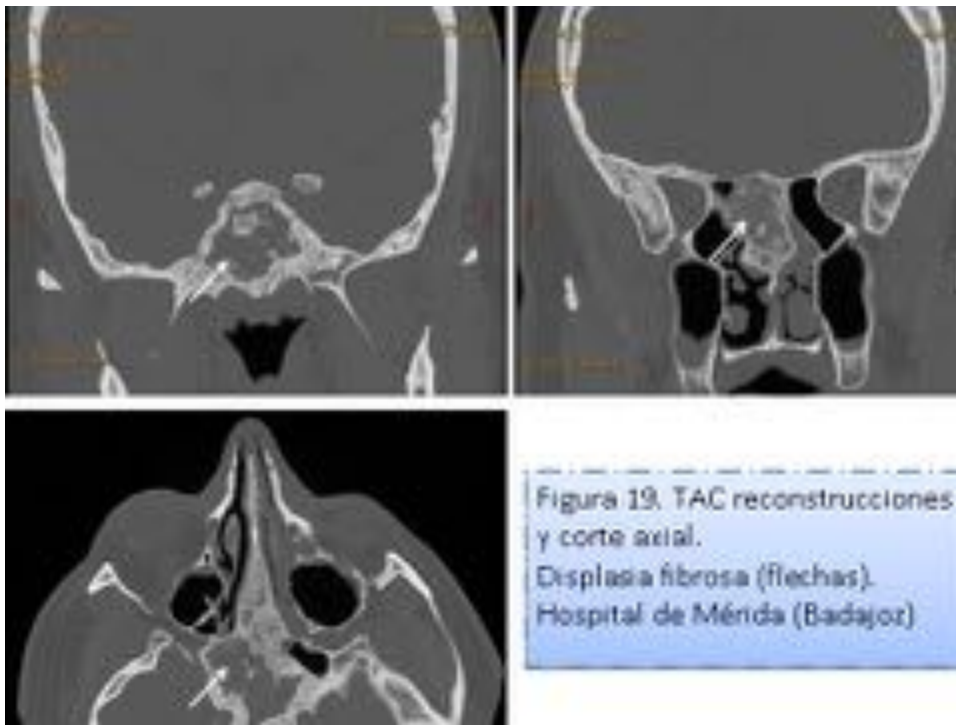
TAC reconstrucciones y corte axial. Displasia fibrosa (flechas).
